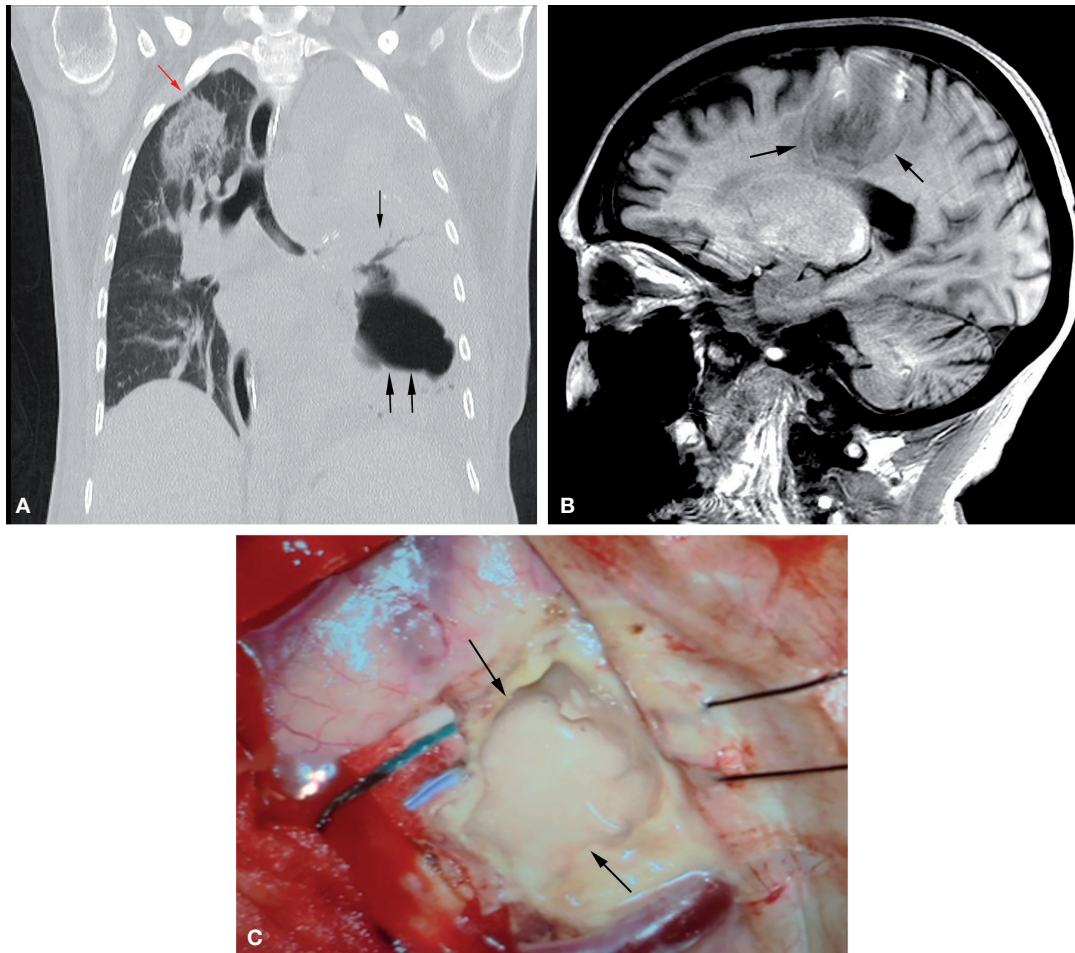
A) Tomografía computarizada de tórax con hidroneumotórax izquierdo y múltiples niveles hidroaéreos con septos, parénquima pulmonar izquierdo colapsado, broncograma aéreo, calcificaciones distróficas y un área de abscesificación y cavitación en el lóbulo inferior izquierdo (flechas negras). En el pulmón derecho se observan áreas en vidrio deslustrado, que evidencian en el lóbulo superior una lesión nodular de mayor tamaño con el signo del halo invertido (flecha roja). B) Resonancia magnética cerebral en que se objetiva una lesión focal en el centro semioval frontal posterior izquierdo de 20 × 29 × 37 mm, con márgenes bien definidos y edema perilesional, sugerente de absceso (flechas negras). C) Craniectomía frontoparietal con apertura de la duramadre. Se aprecia una lesión ocupante de espacio con abundante contenido purulento (flechas negras) e invasión del parénquima cerebral.
